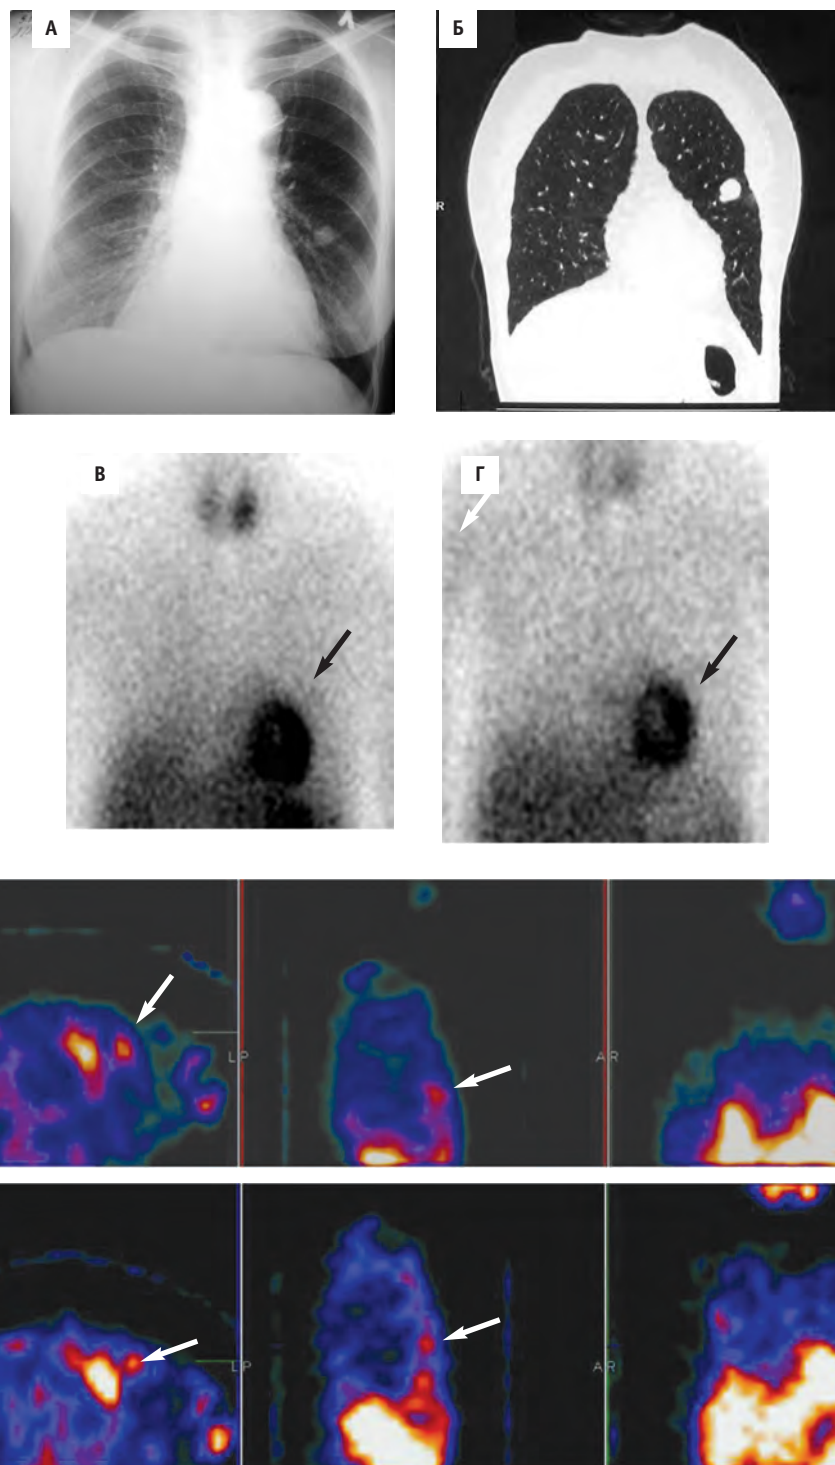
Больная Ч., 51 год. Гематогенный солитарный метастаз в S3 верхней доле левого легкого злокачественной гемангиоперицитомы мягких тканей левого плеча. На рентгенограмме в прямой проекции (а) и КТ-реконструкции (б) в S3 левого легкого — периферическое объемное образование 19 мм в диаметре. На планарных сцинтиграммах в передней прямой проекции в раннюю (в) и отсроченную (г) фазы исследования очаг патологической гиперфиксации ^{199}Tl -хлорида виден сомнительно. Однако на томосцинтиграммах в раннюю (д) и отсроченную (е) фазы исследования очаг повышенной аккумуляции маркера визуализировался отчетливо. Повышение интенсивности накопления индикатора в данном образовании со временем свидетельствует о его злокачественной природе ($ER = 1,18$, $DR = 1,27$, $RI > -0,199(ER) + 1,169$). Временное уменьшение размеров новообразования на фоне полихимиотерапии
